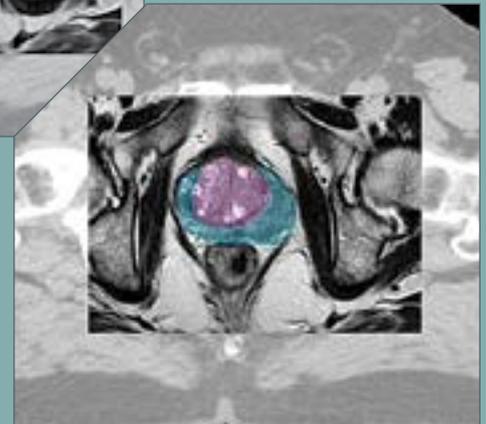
L'image de droite représente l'image tomographique, celle du centre représente une coupe axiale d'acquisition dynamique avec produit de contraste. On peut visualiser la tumeur dans la zone périphérique de la prostate. L'image de droite représente le recalage des deux images.
